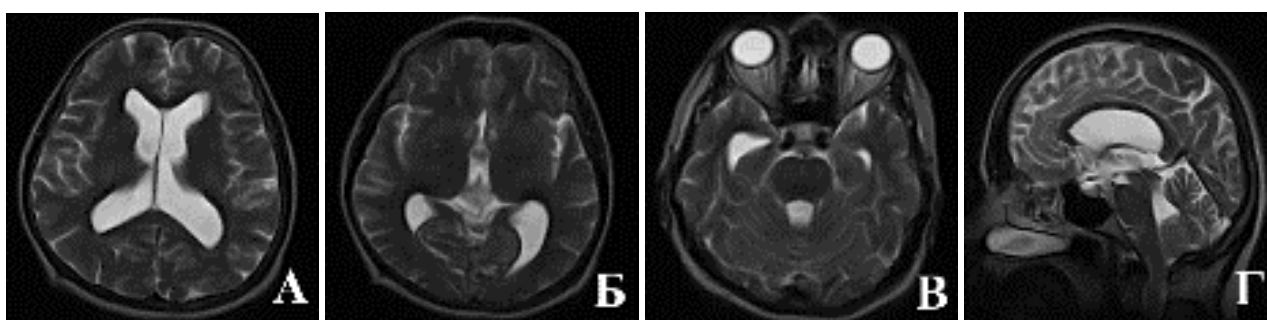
МРТ головного мозга пациента с Г2б после операции. А – боковые желудочки стали существенно уже, САП-К прослеживаются. Б – III желудочек стал уже. В – IV желудочек уменьшился в размерах. Г – форма III желудочка нормализовалась, стали четко дифференцироваться передний и задний карманы, позиция ПММ стала нормальной, сквозь нее определяется артефакт от пульсации ликвора, просвет водопровода по-прежнему расширен, но в меньшей степени САП-ЗЧЯ лучше прослеживаться, появились очертания БЗЦ
